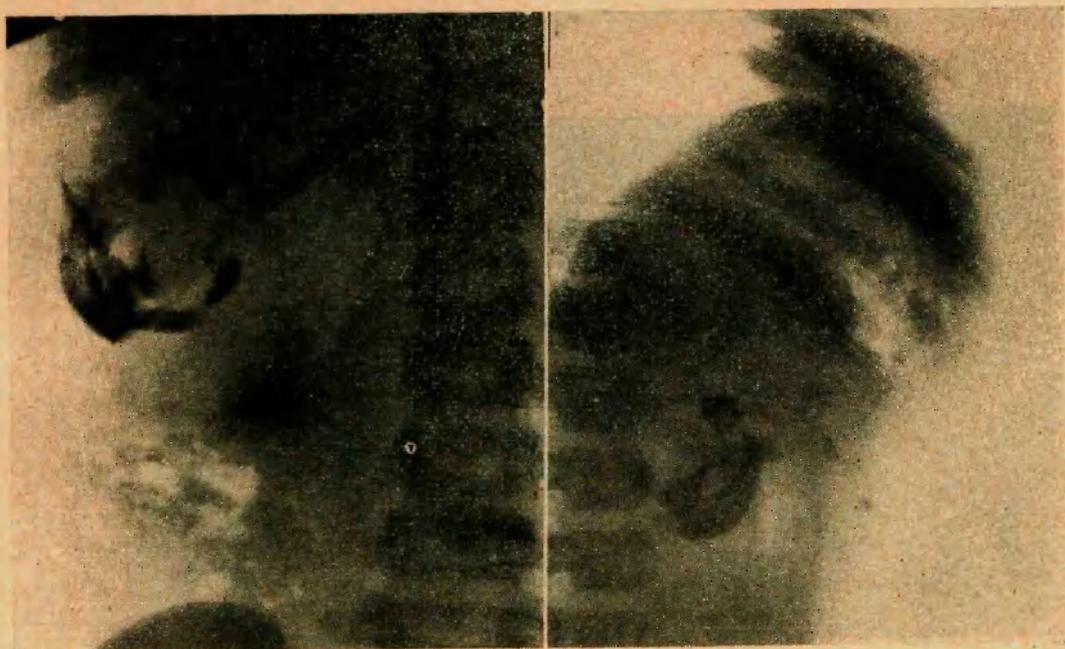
Radiografía directa.
